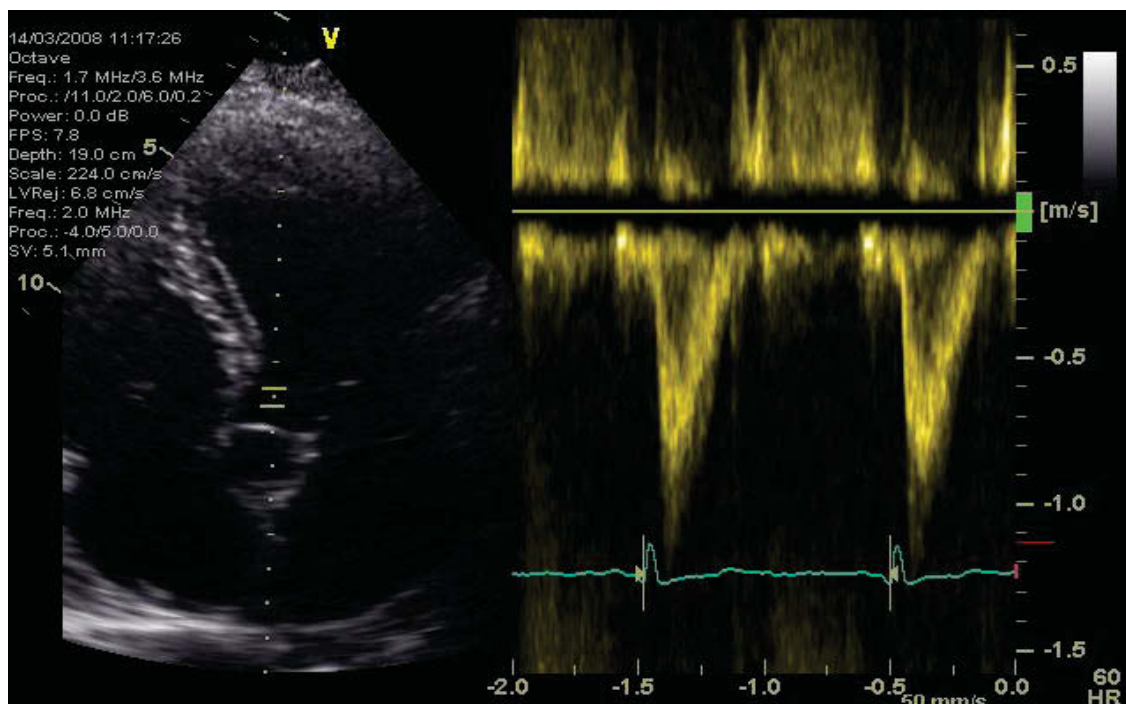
PW- Doppler Aortenklappe
